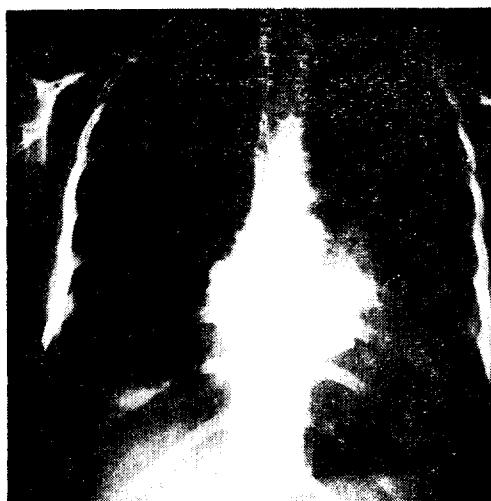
술후 3주의 X-ray 胸部X-ray. Starr-Edwards valve는 좋은 위치에서 잘 기능하고 있고 心肥大도 많이 축소하였다.
